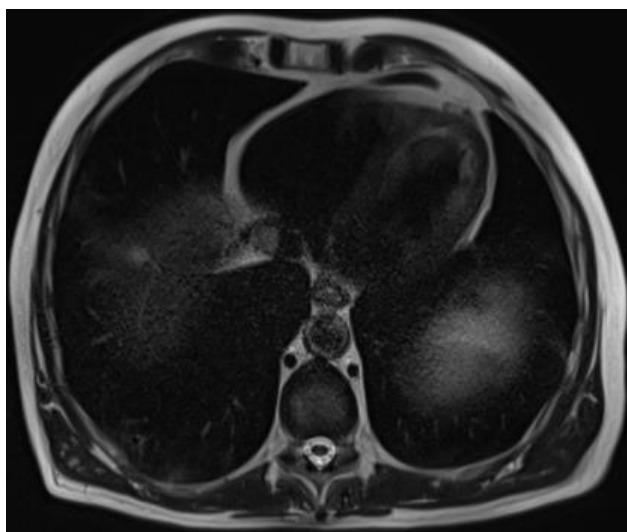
Магнітнорезонансна томографія у хворого М., 61 року з пухлиною правої нирки та пухлинним тромбозом НПВ IV-рівня
